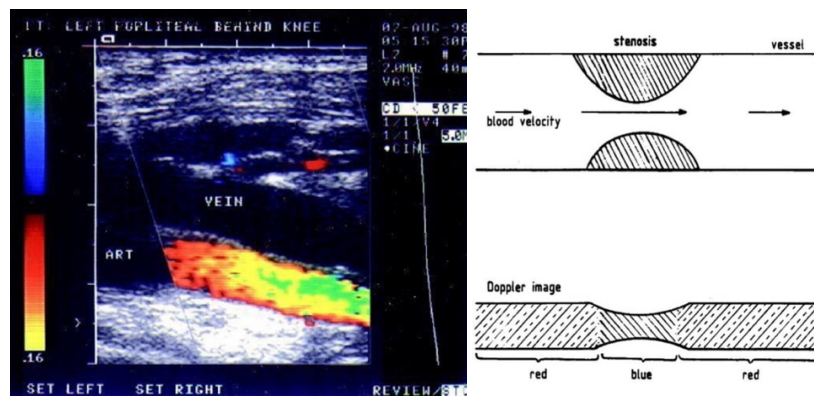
Ecocolordoppler
